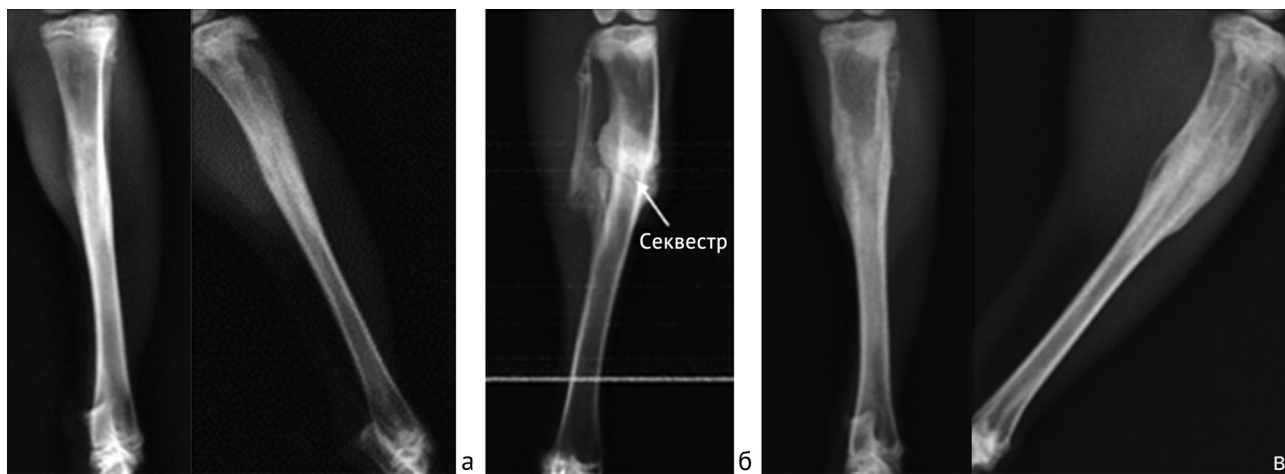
Рентгеновские снимки костей голени животных контрольной группы: а – на 15-е сутки выведения; б – на 30-е сутки выведения; в – на 45-е сутки выведения
